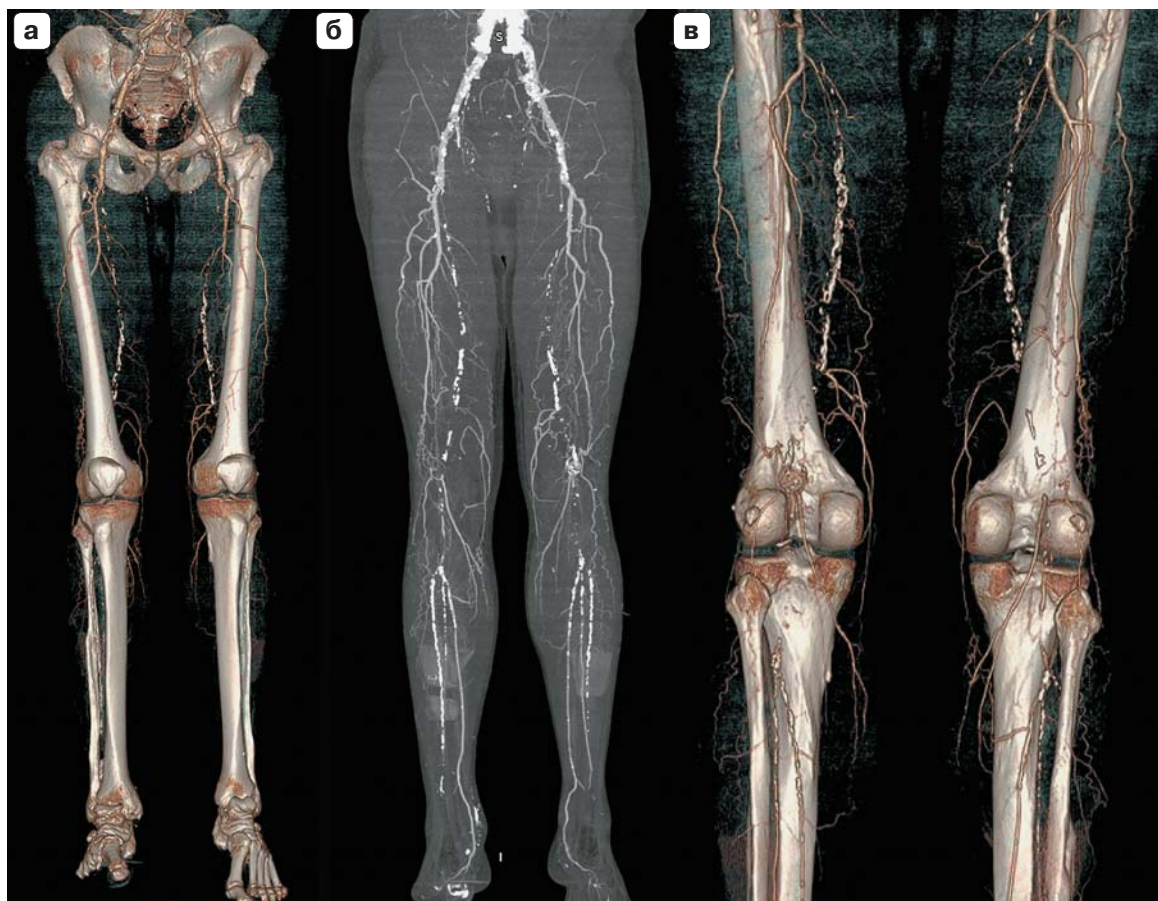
МСКТ-ангиограммы пациента 1, 58 лет. а – VR, вид спереди, видны протяженные окклюзии поверхностных бедренных артерий; б – MIP, хорошо видны массивные обызвествления; в – VR, вид сзади, наглядно видно состояние берцовых артерий.
